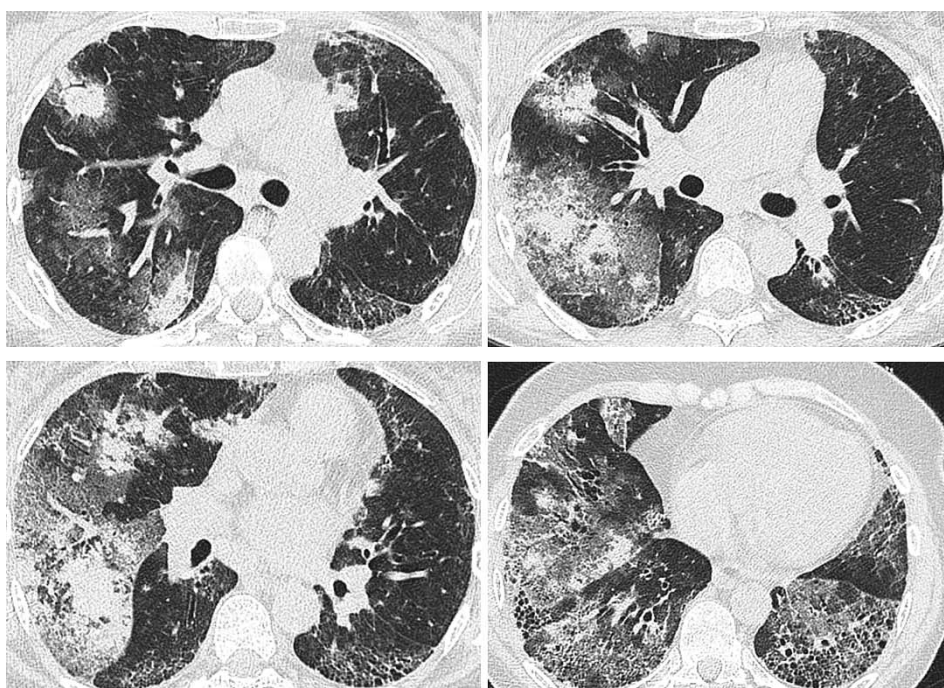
Аксиальные сканы пациентки Р. на фоне легочного кровотечения (2017), полученные при проведении компьютерной томографии высокого разрешения
